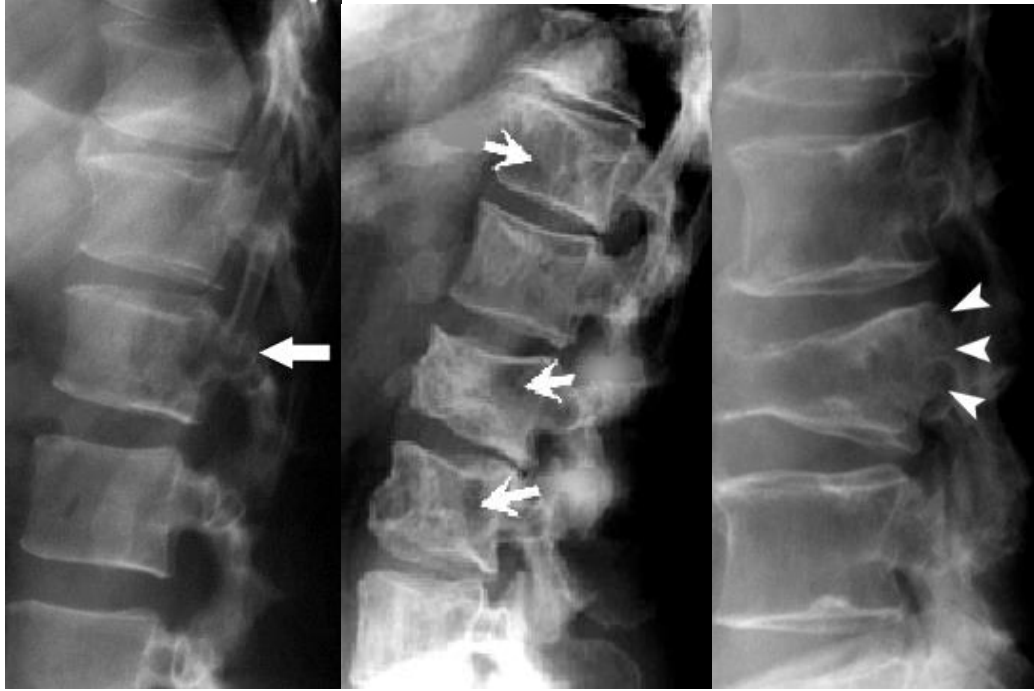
Фрагменти рентгенограм хребта у бічній проекції різних хворих. МХ дифузно-осередкова форма – наведено варіанти ураження тіл хребців на тлі різного ступеня остеопороза. При цьому характерною особливістю при цій хворобі є наявність осередків деструкції на тлі компримованих тіл хребців.
